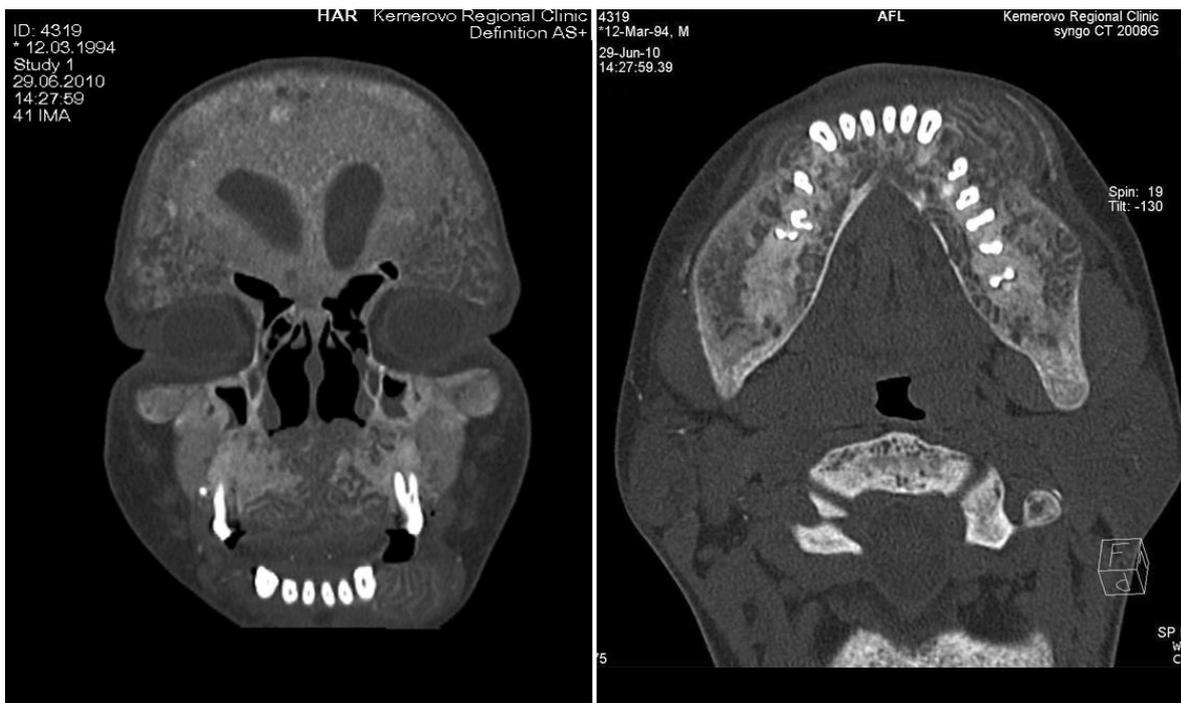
КТ костей черепа больного Б.1, 26 лет
